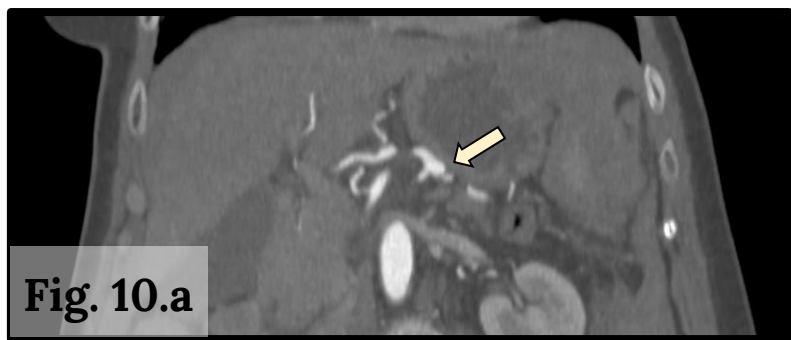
Imagen de TC en plano coronal en la que se identifica una dilatación aneurismática de la arteria esplénica.
